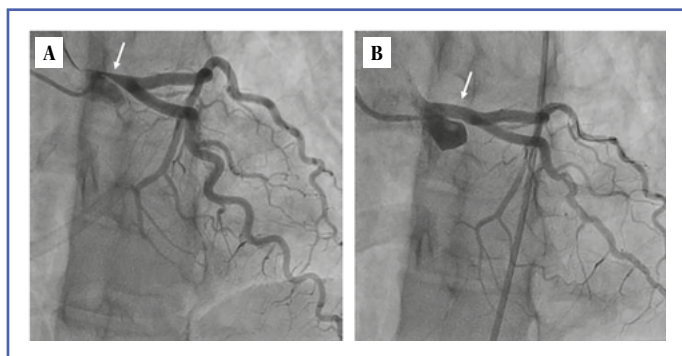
Angiografía coronaria previa (A) y posterior (B) a la realización de angioplastia con implante de *stent* en un paciente con compresión extrínseca del tronco coronario izquierdo grave confirmado mediante ecografía intravascular.
